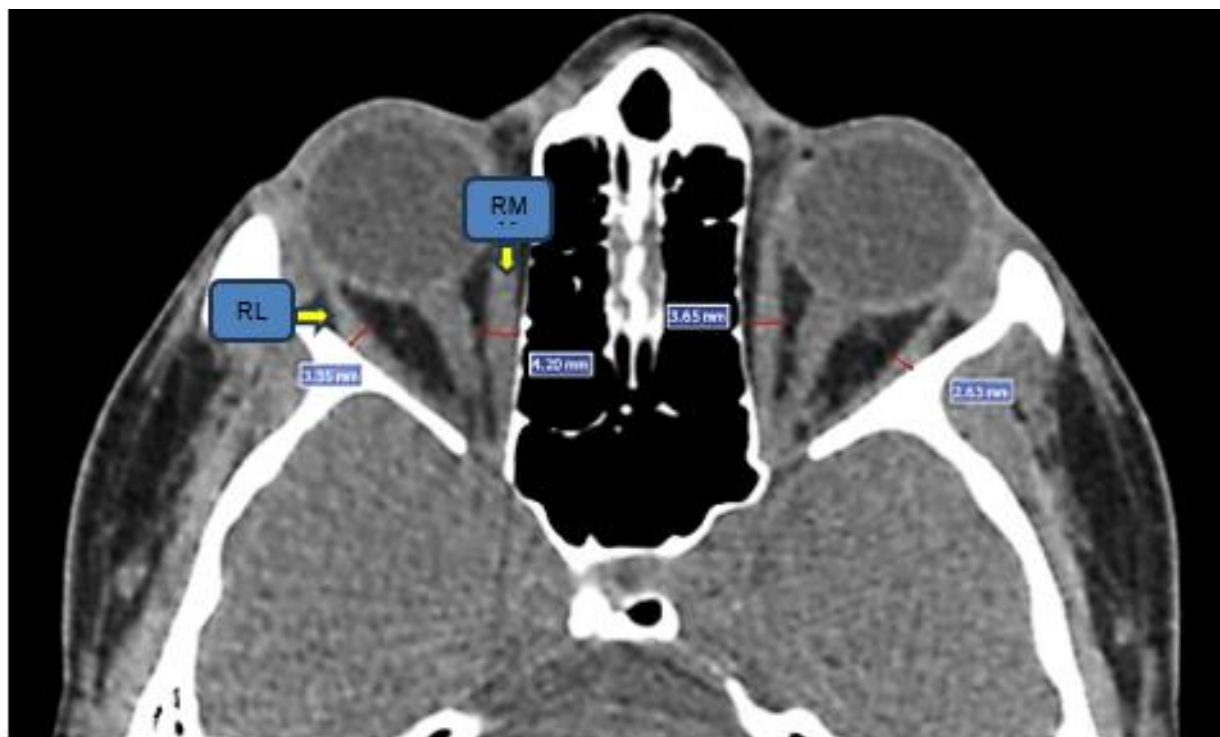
Imagem axial de TC na janela de tecido mole mostrando a medição da espessura (traços vermelhos) dos músculos oculomotores (RL e RM, setas amarelas). Fonte: própria.
